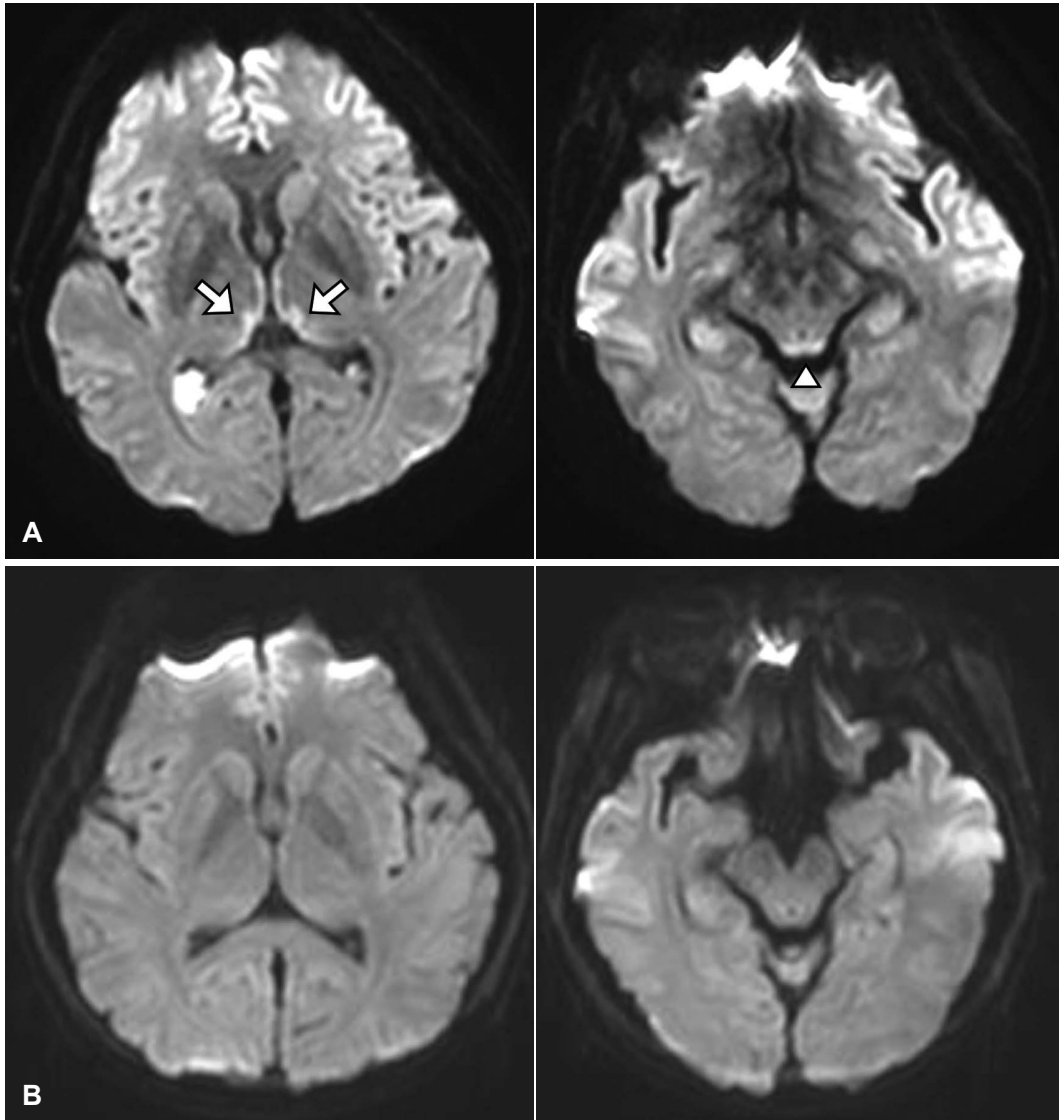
Findings of MRI. A: Diffusion-weighted image demonstrates symmetrical hyperintense lesions in the bilateral medial thalami (solid allows) and periaqueductal gray matter (arrowhead). These findings are significant when compared with (B) previous MR images performed in the absence of dizziness.
